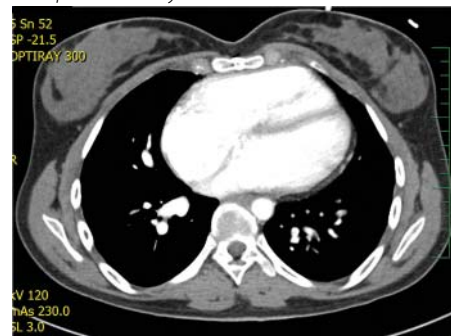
Předoperační CT deformita hrudníku (archiv MUDr. T. Adla, FN Motol)
